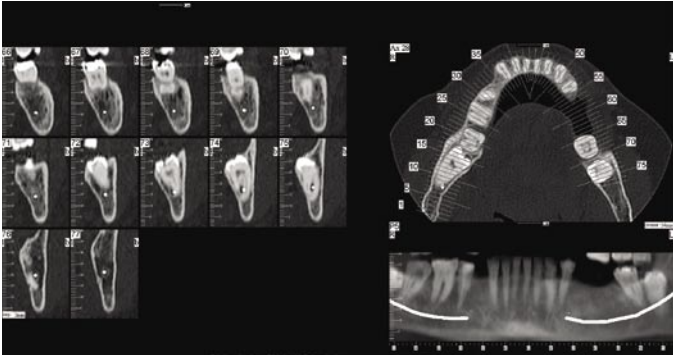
Estudio mediante TC de terceros molares retenidos.
